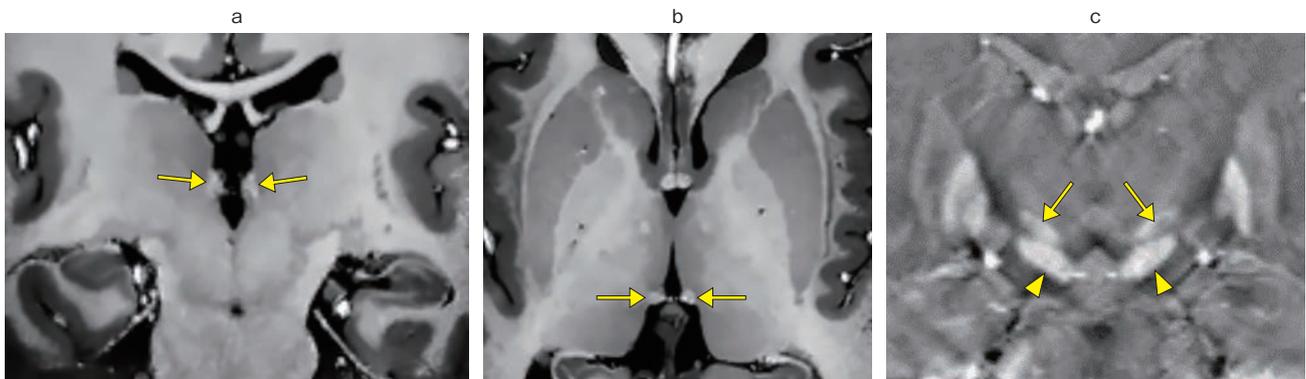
高解像度7T MRI 構造画像例(すべて等方0.5mm解像度)
